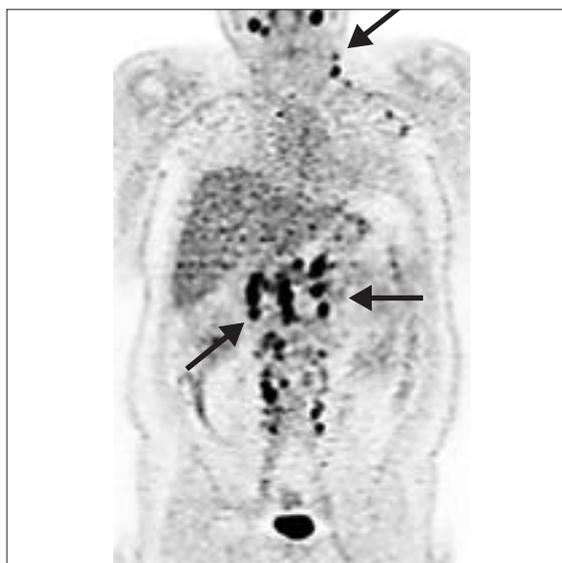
Varón de 65 años diagnosticado y tratado de un linfoma no hodgkiniano hace 1 año. Actualmente presenta sospecha de recidiva abdominal por microadenopatías retroperitoneales derechas por TC. El estudio PET muestra múltiples depósitos patológicos de FDG en región retroperitoneal, a ambos lados de columna vertebral (flechas) sugestivos de recidiva tumoral abdominal. También se observan otras lesiones patológicas en región axilar y laterocervical izquierda (flecha).
